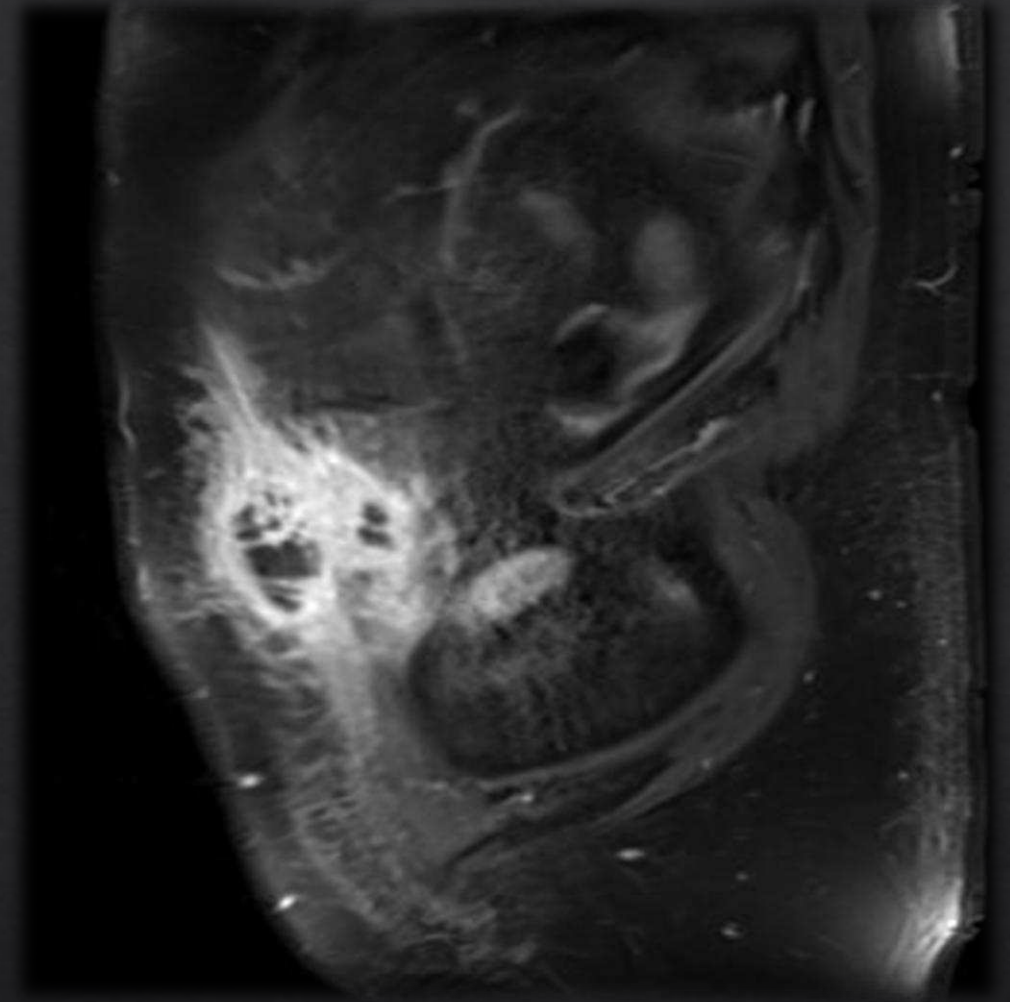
F: RM Abdominopélvica con secuencias T1 FS con contraste en plano coronal y sagital.
